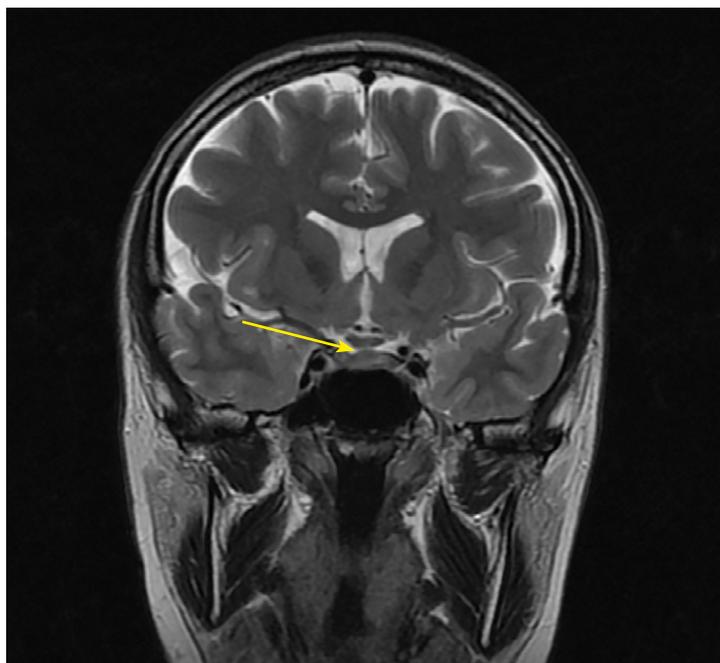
МРТ головы без контрастного усиления, T2-взвешенное изображение, коронарная (фронтальная) проекция. Сохраняется утолщение ножки гипофиза (изменения указаны стрелкой).
